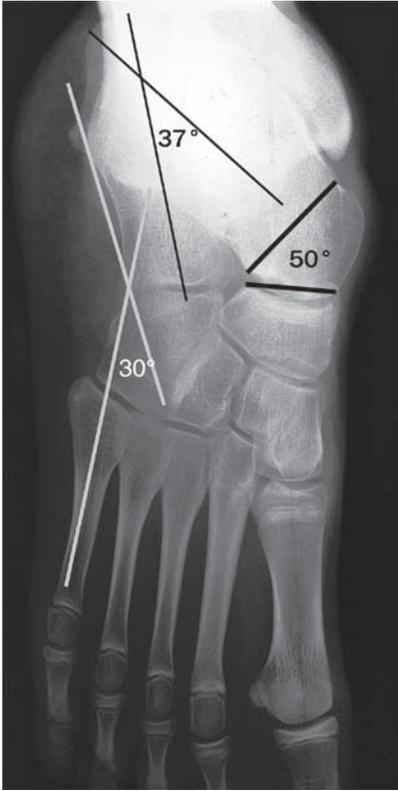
Radiographie de face en dorso-plantaire en charge.
